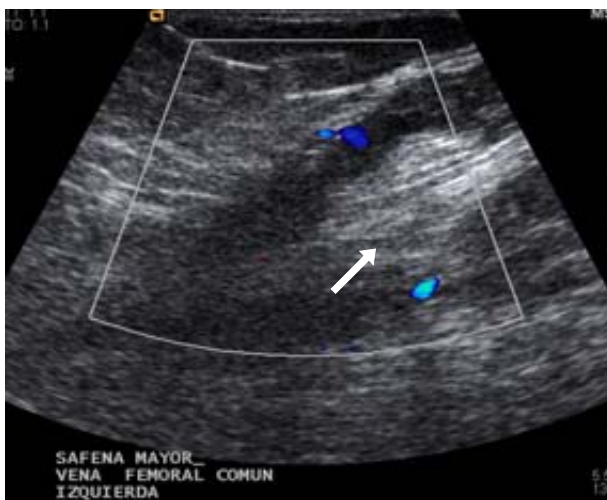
Imagen de ultrasonografía Doppler donde se observa trombo ecogénico intramural (flecha) que a la maniobra de compresión no se modifica y ausencia de color en Doppler sin señal en el espectro de la vena femoral común izquierda.
